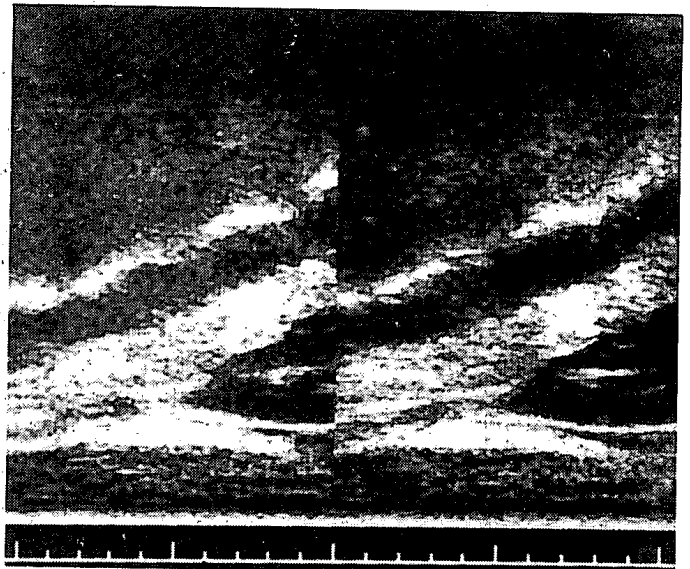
Ecografía de control mostrando arterias renales normales.
